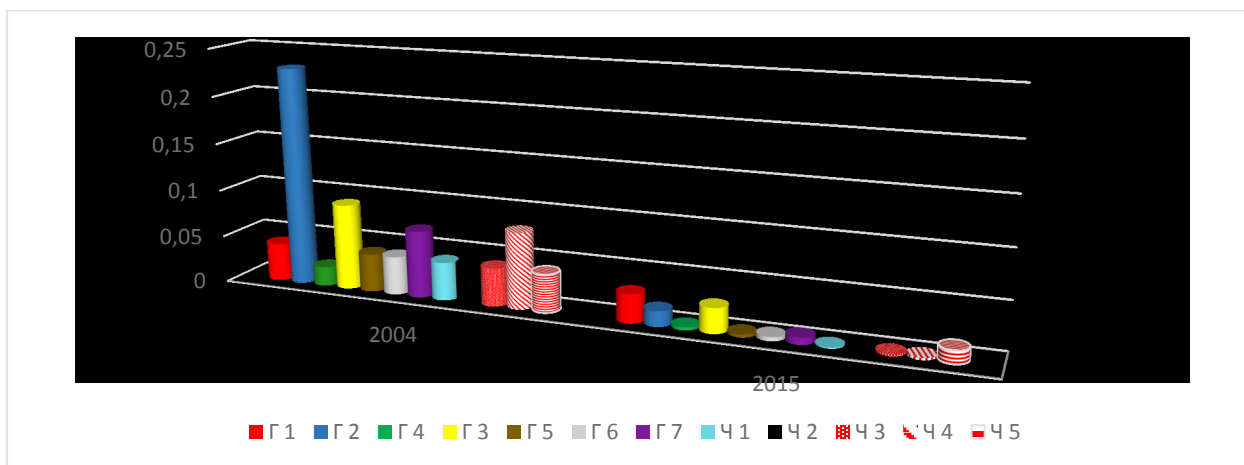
Значения средней индивидуальной дозы пациентов на одно рентгенологическое исследование, полученные в лечебных учреждениях стоматологического профиля г. Самара за 2004 г. и 2015 г. (The values of an average individual dose of patients on one X-ray inspection received in medical institutions of a stomatologic profile Samara for 2004 and 2015)
